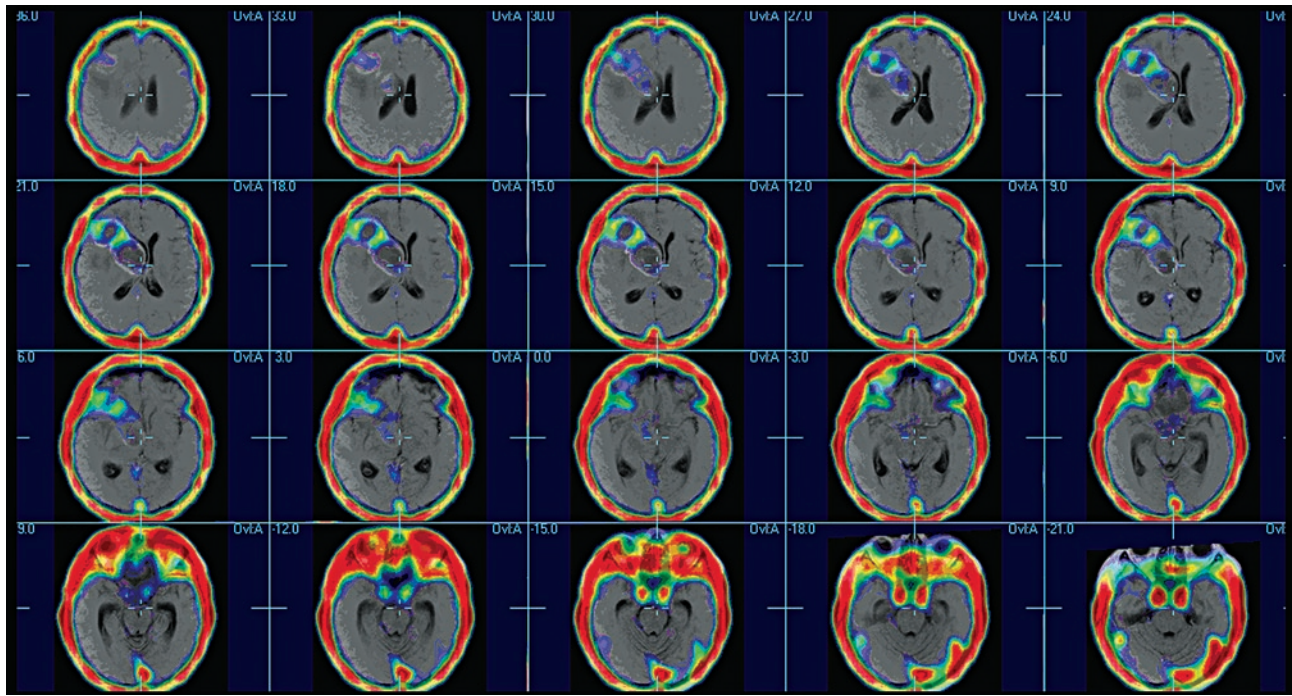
Поєднані ОФЕКТ/МРТ зображення пацієнта зі злоякісною пухлиною лівої лобної ділянки
